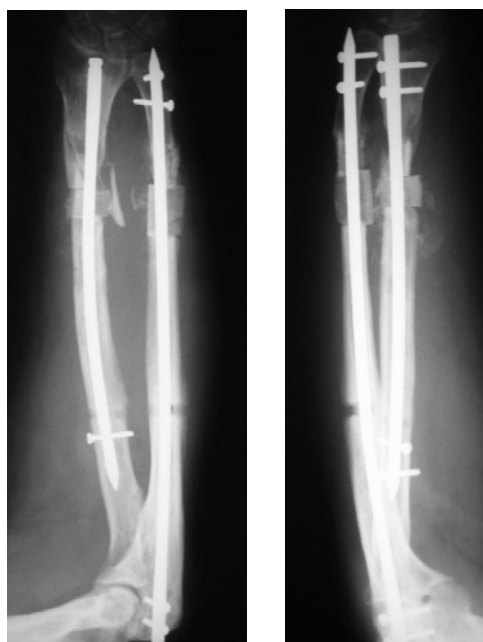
Пациент Ц., рентгенограммы после реконструкции костей предплечья; костные дефекты замещены аутотрансплантатами (способ № 1)
